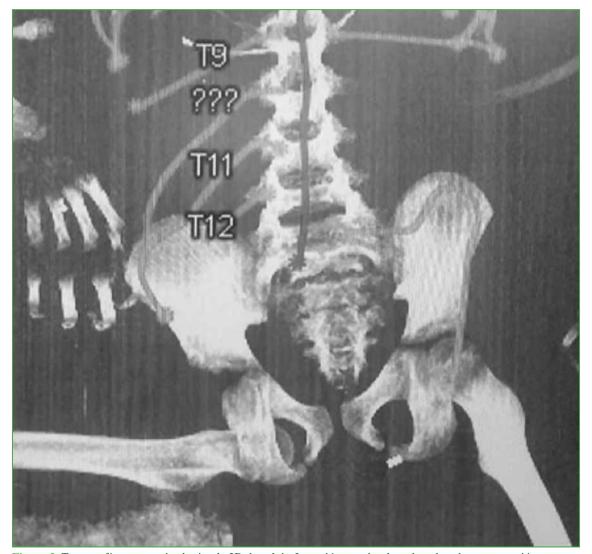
Tomografía computarizada simple 3D de pelvis. Luxación anterior de cadera derecha, presentación obturadora.
